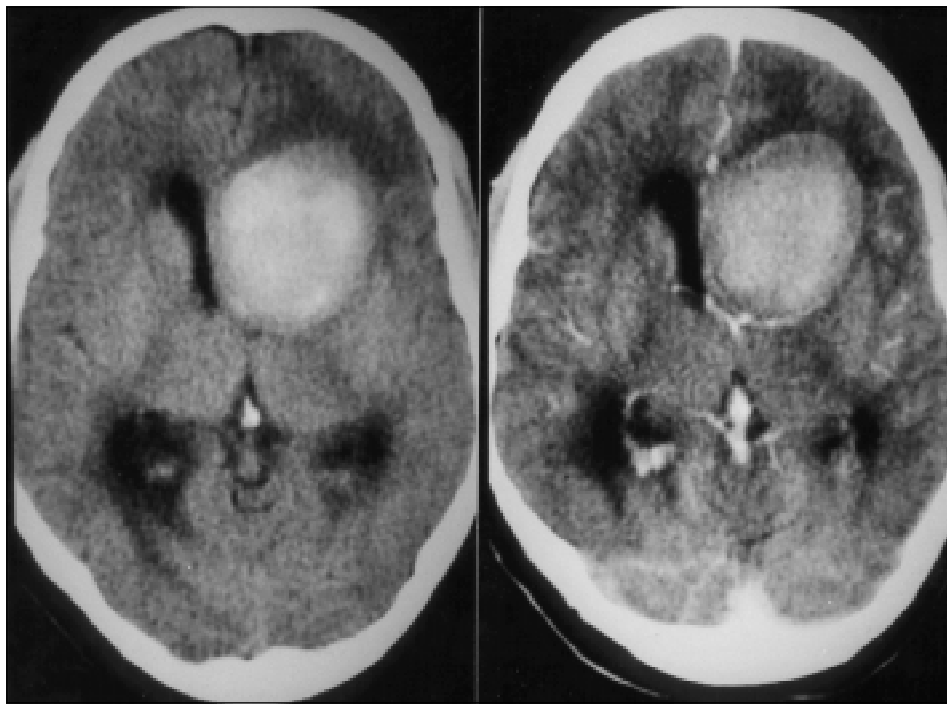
TC de crânio após o segundo ictus, evidenciando lesão hiperdensa, com captação de contraste (corte axial). Sem contraste, A. Com contraste, B.
